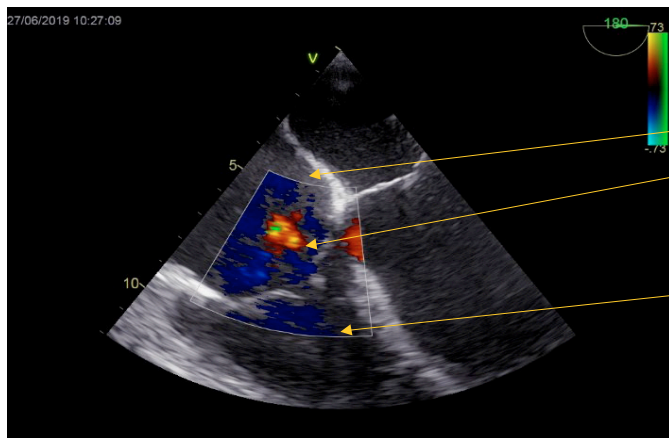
Mitral regurgitation. Initial picture (A) and the appearance of regurgitation at the 5th minute of coronary artery clamping (B). Color Doppler mapping mode. Images from the archives of the authors
